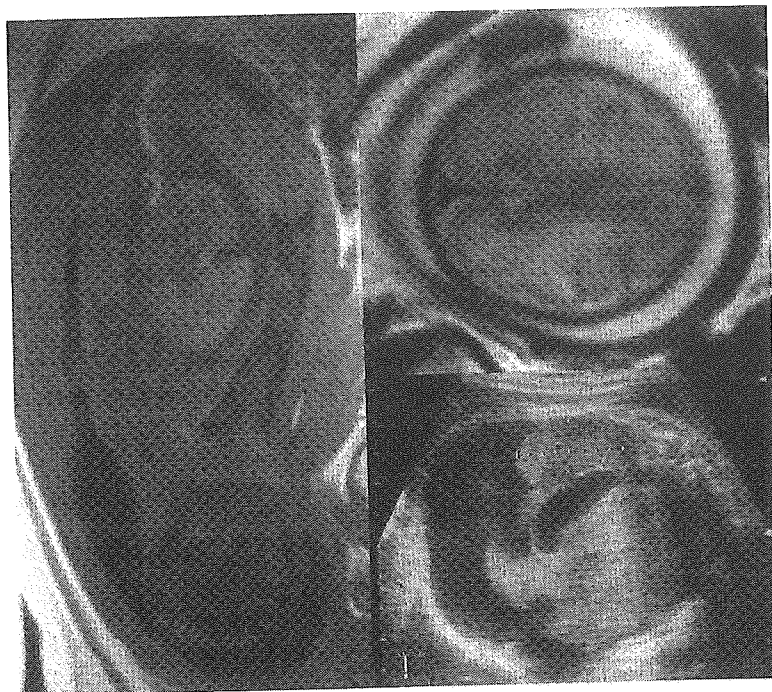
MRI 検査 (左, 右上) と超音波検査 (右下)
